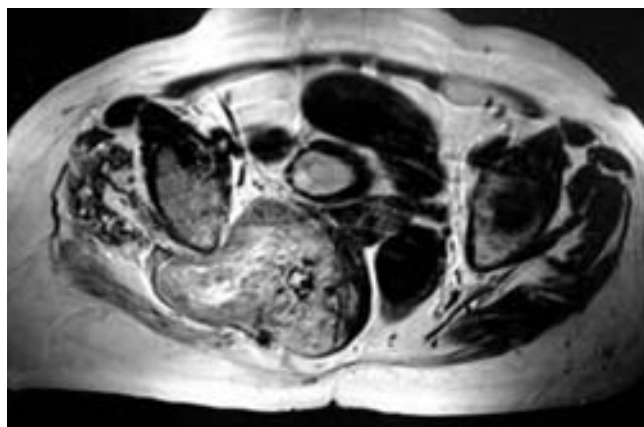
Imagen de resonancia magnética pélvica axial en ponderación T2 que revela lesión redondeada heterogénea pélvica adyacente al sacro, delimitada anteriormente por fascia presaca y con extensión al compartimento lateral derecho con destrucción de músculo glúteo mayor ipsilateral y desplazamiento de estructuras pélvicas hacia la izquierda.
